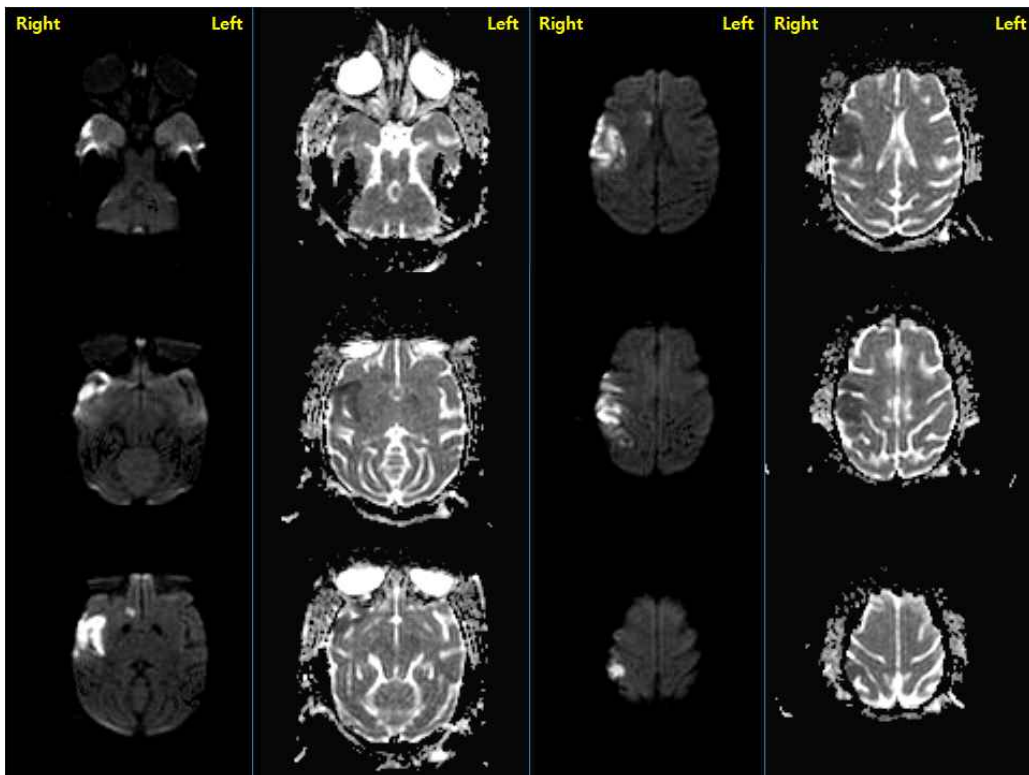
뇌졸중 유발개체 뇌 MRI 영상
